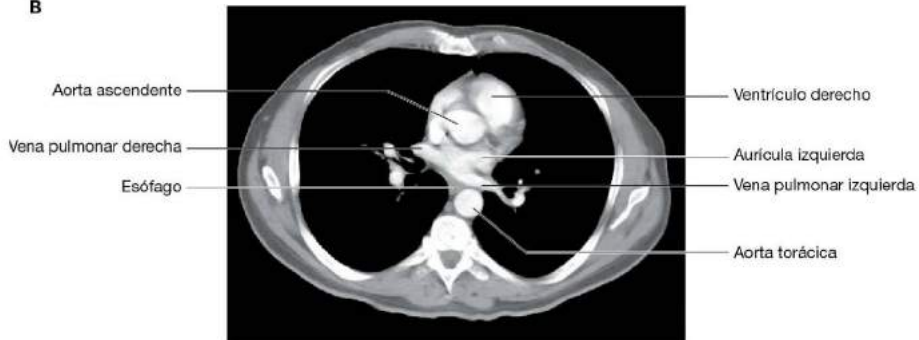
Aurícula izquierda. A. Visión interna. B. Tomografía computarizada que muestra la entrada de las venas pulmonares en la aurícula izquierda.
